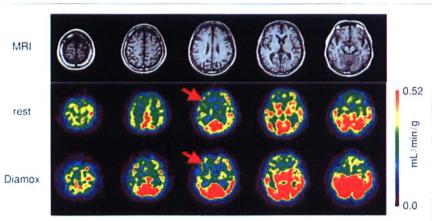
^四I-IMPと臨床SPECT装置を使って 得た安静時と血管拡張剤投与後の脳 血流量画像の例
